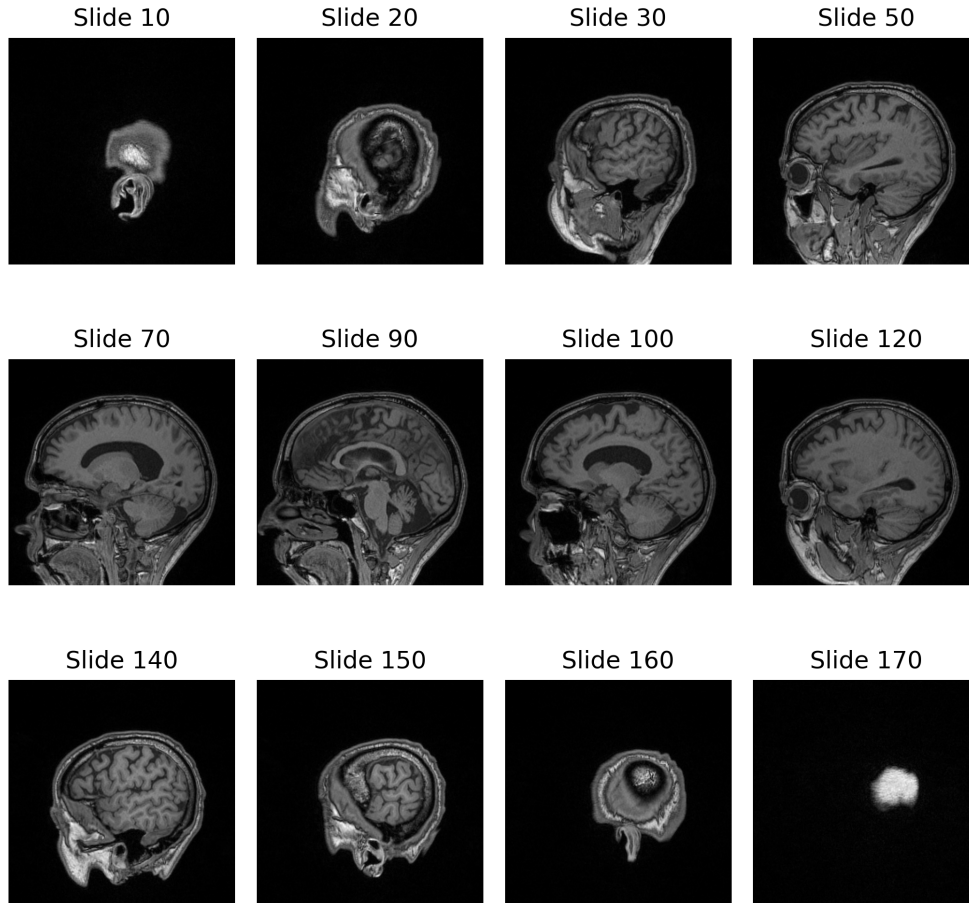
Ejemplo de estudio MRI 3D de corte sagital.
